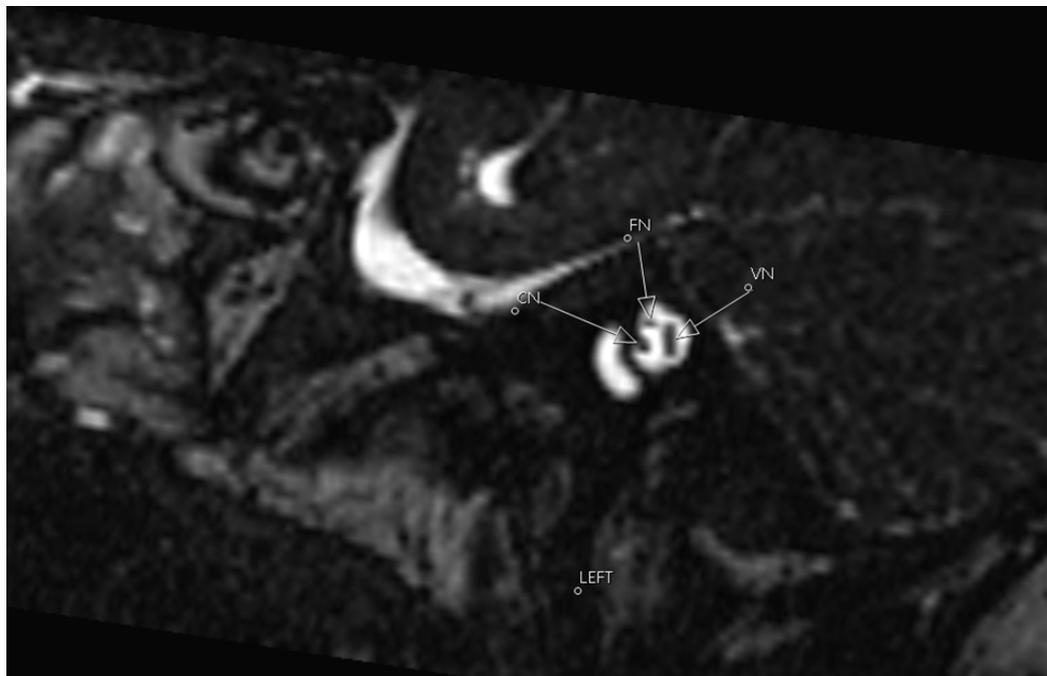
Ressonância Magnética em corte axial a intercetar o ouvido interno esquerdo, mostrando-se os conteúdos do nervo facial e nervo coclear, no canal auditivo interno.
